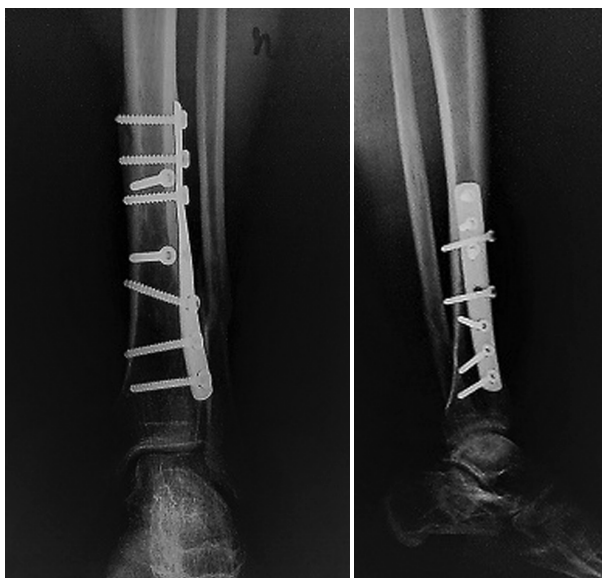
Patient P.V., 54 y. o. X-ray 6 months after osteosynthesis, the lines of nonunion of the fracture of the left leg bones are clearly defined.
